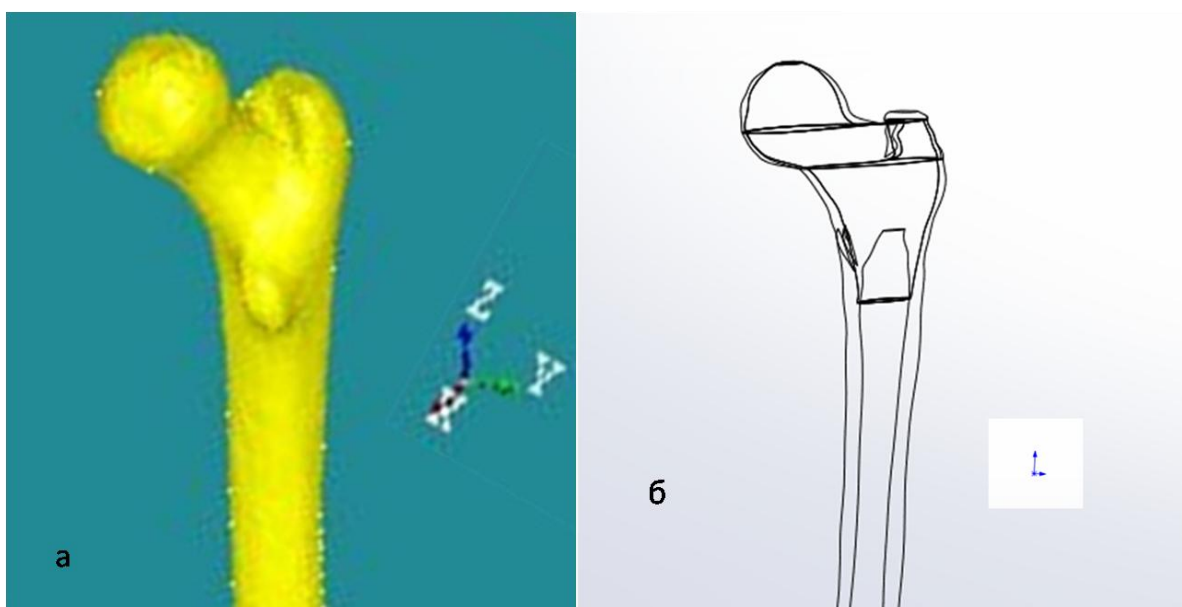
Модель бедренной кости пациентки Б. из компьютерной базы данных (а), построенной по данным КТ (б)
